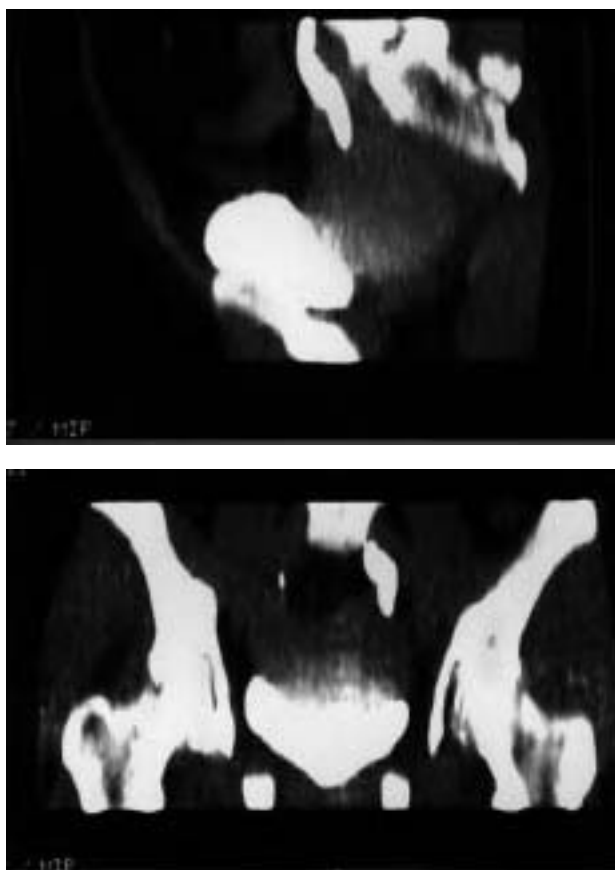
Reconstrucción pélvica de TAC abdominal. A: En el plan Sagital se evidencia la compresión del uréter pelviano izquierdo por masa pélvica en relación con el útero. B: En el plan coronal se aprecia el uréter izquierdo dilatado en comparación con el contralateral.
